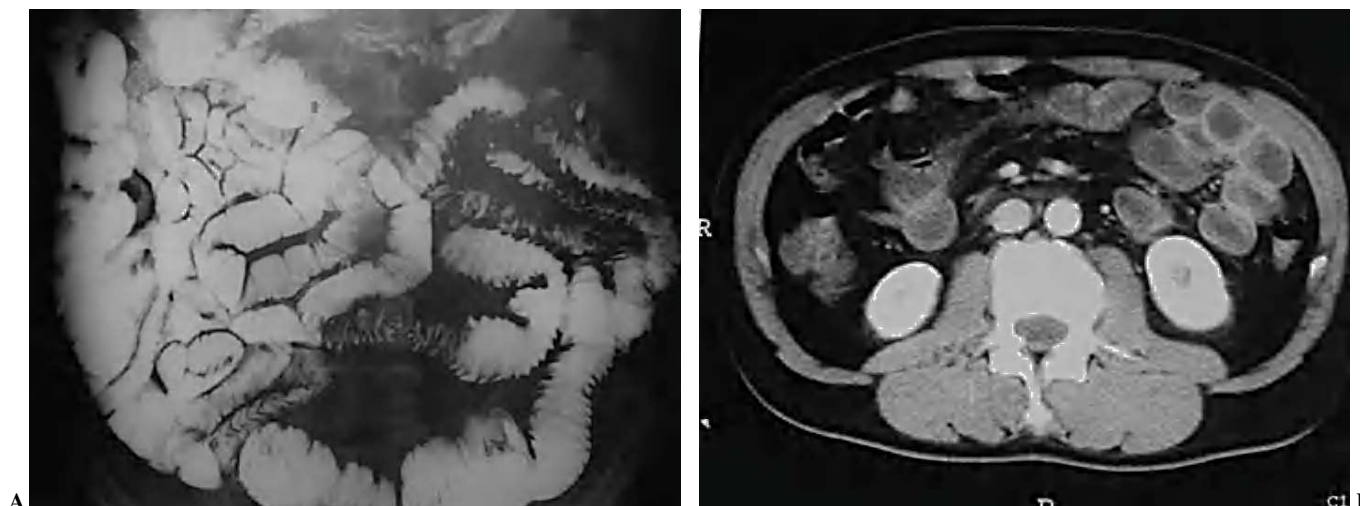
Enfermedad de Crohn, fase activa inflamatoria. (A) Discreto enderezamiento, rectificación y engrosamiento de pliegues intestinales a nivel de las asas yeyunales. (B) La correlación de tomografía computarizada (TC) muestra la hiperemia y la estratificación tan propias de la situación inflamatoria activa de la pared intestinal.
